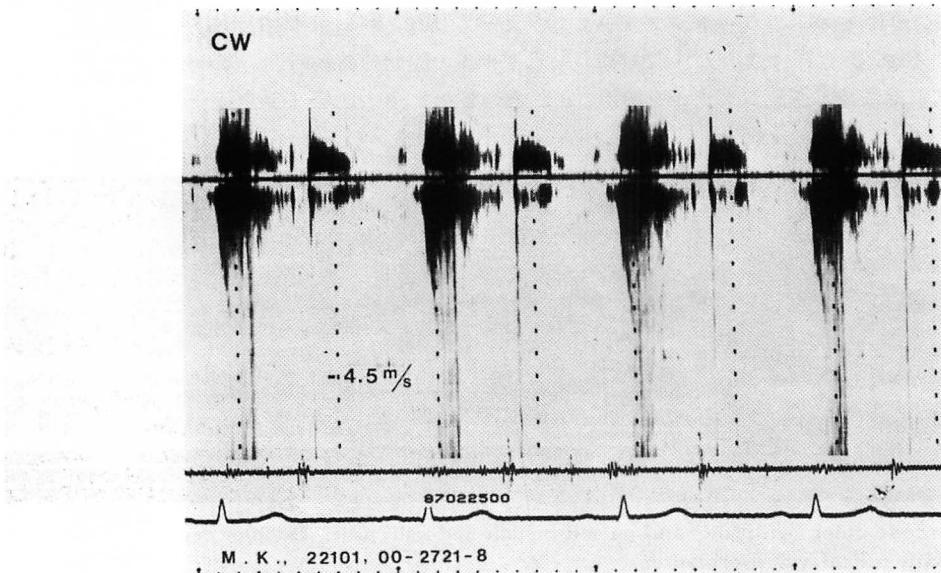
Continuous wave Doppler recording of mitral regurgitation with mitral valve prolapse in the same patient as in Fig. 7.
